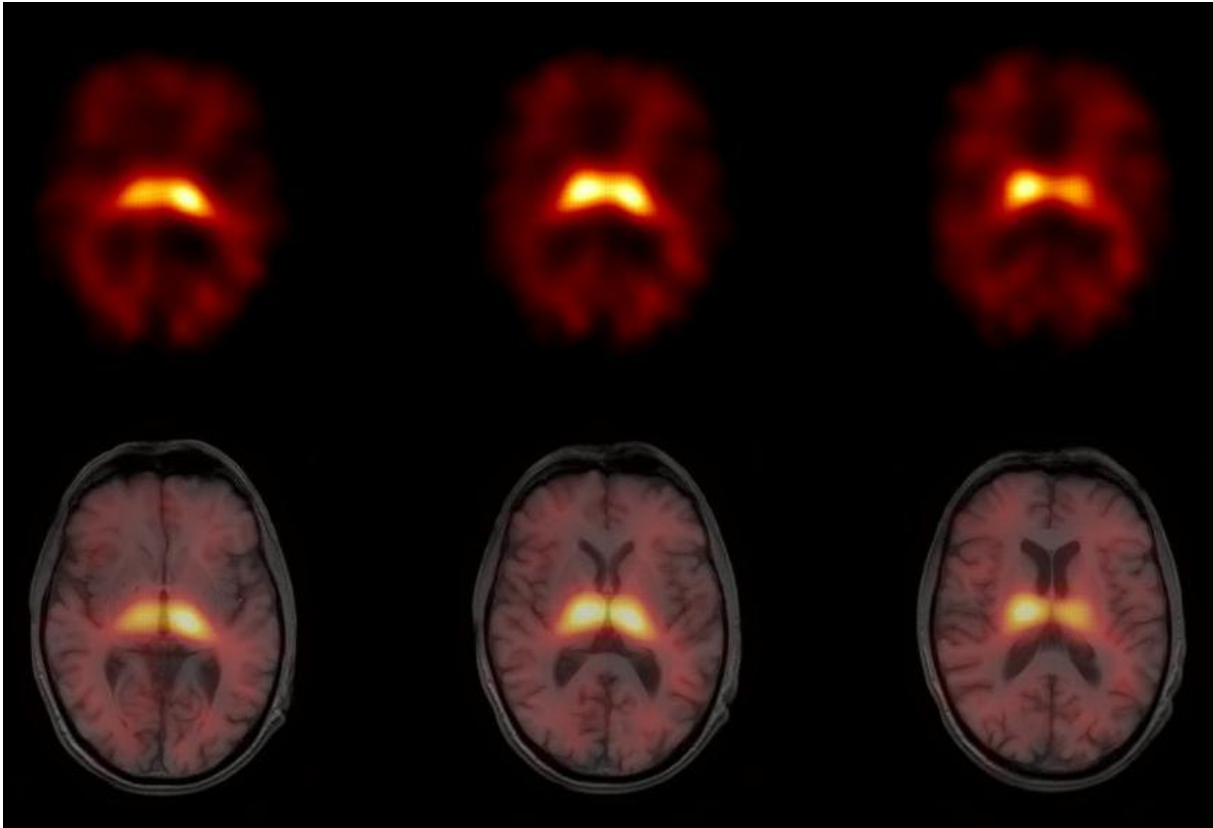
Drei zusammenhängende Transversalschnitte einer 5IA-SPECT und anatomische Darstellung durch Fusion mit dem zugehörigen MRT-Datensatz
